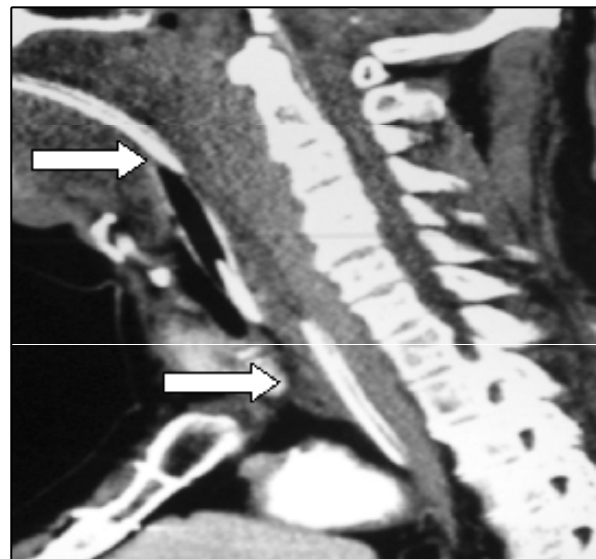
Tomografía computada de cuello. Se observa colección espontáneamente hiperdensa desde la orofaringe hasta el mediastino posterior.
